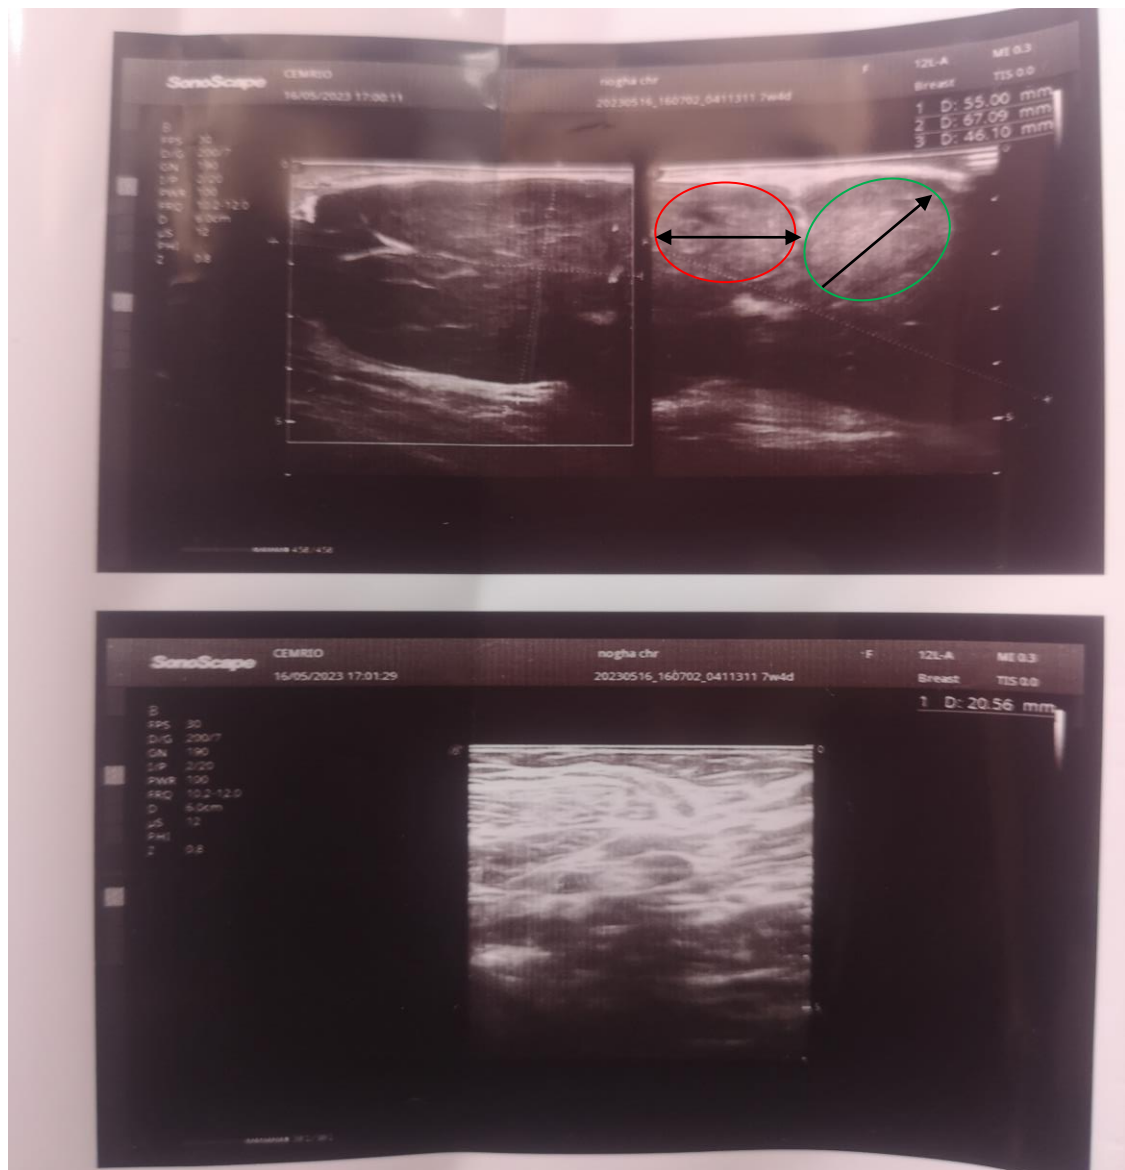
Image du cliché d'échographie mammaire à 7SA4J
